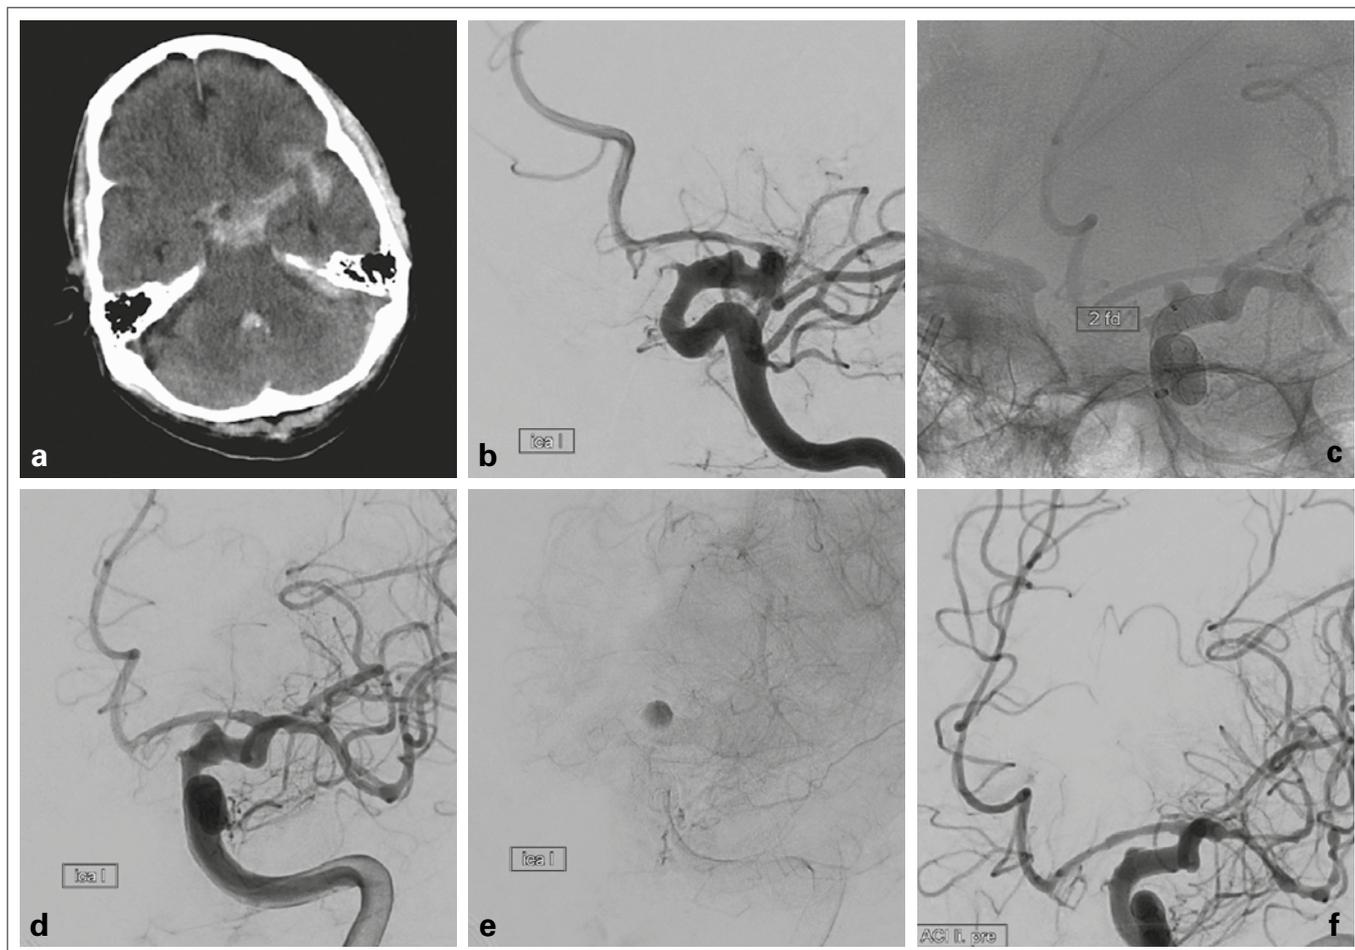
Der 72-jährige Patient wurde nach einem Sturz mit nachfolgender Vigilanzminderung auswärts intubiert. Die CT bei Aufnahme (a) zeigte eine Subarachnoidalblutung links bis in die insuläre Zisterne reichend. Die Angiographie ergab ein 3 mm großes Blister-Aneurysma der intraduralen A. carotis interna links (b). Das Blister-Aneurysma wurde mit zwei Flow Diverters überdeckt (p64 4,5 × 24 mm und 4,5 × 21 mm, Phenox, Bochum, Deutschland) (c), danach zeigte sich Kontrastmittelstase im Aneurysma (d, e). Aufgrund zunehmender Vasospasmen wurde nach 3 Tagen eine intraarterielle Spasmyolyse (Nimotop S, Bayer Vital, Leverkusen, Deutschland) durchgeführt. Dabei zeigte sich das Aneurysma bereits fast vollständig rückgebildet (f).
